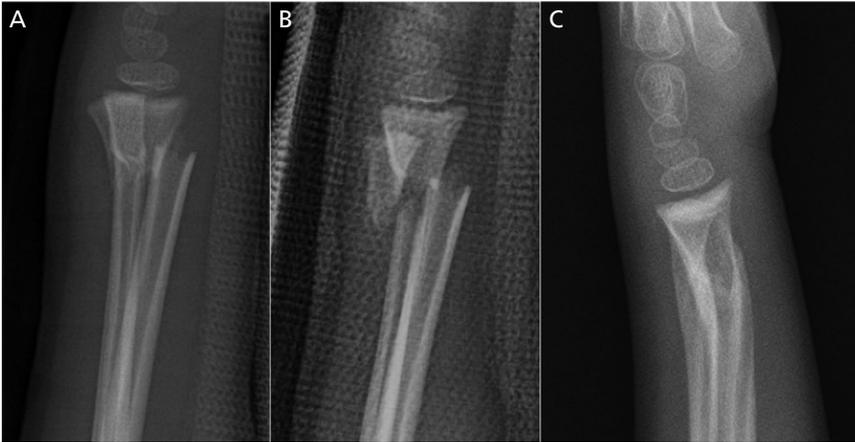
Remodeling of metaphyseal fracture of distal radius. (A) Lateral radiograph of the 6-year-old boy who sustained distal radius metaphyseal fracture. (B) Acceptable alignment after sugar tong splint despite of failure of closed reduction. (C) Anatomic remodeling after 3 months.
